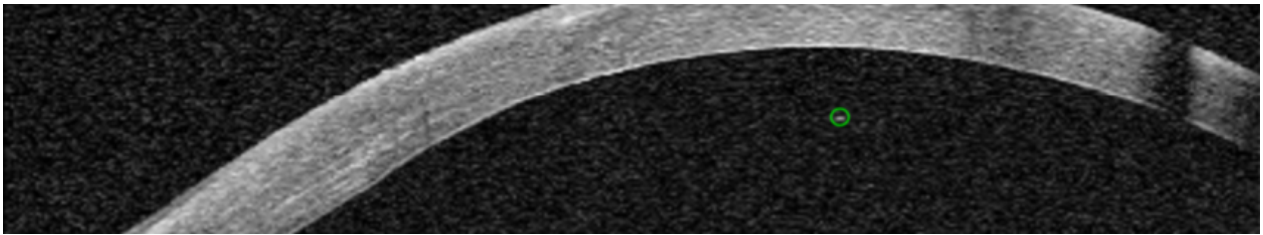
Tomografía ocular de 1200×224 píxeles correspondiente al ojo patológico del paciente 7. En ella se muestra la segmentación manual de 1 agregado.
